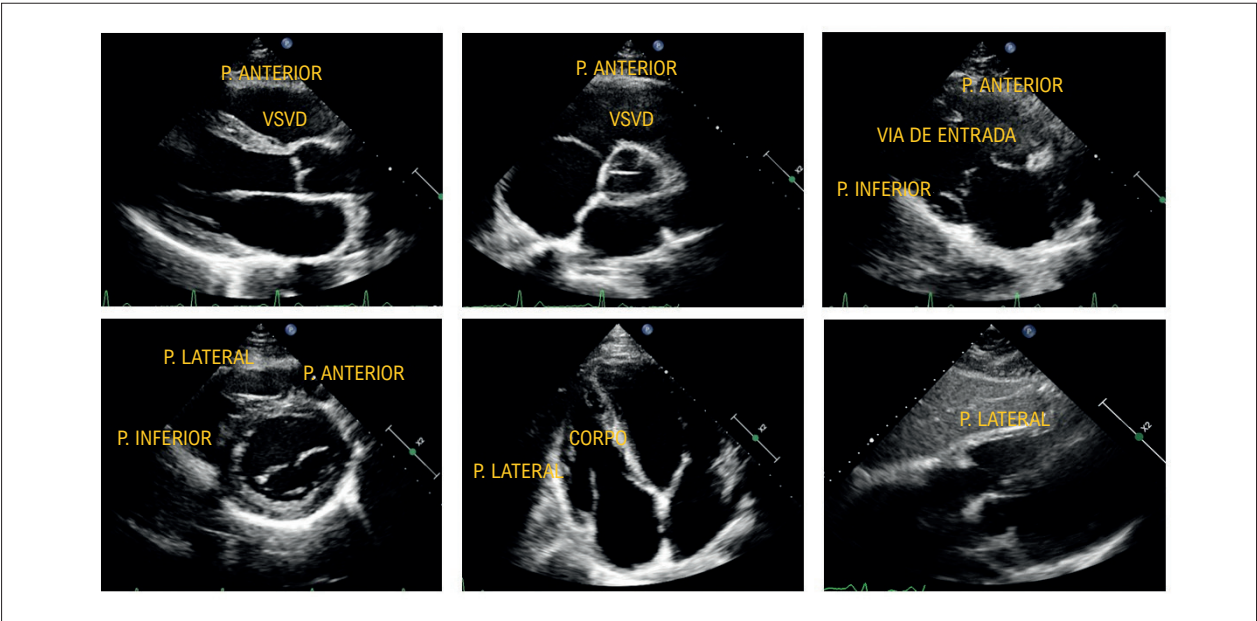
Visualização do VD e suas paredes nas janelas paraesternal, apical 4 câmaras focado em VD e subcostal. VD: ventrículo direito; VSVD: via de saída do ventrículo direito; P: parede.
